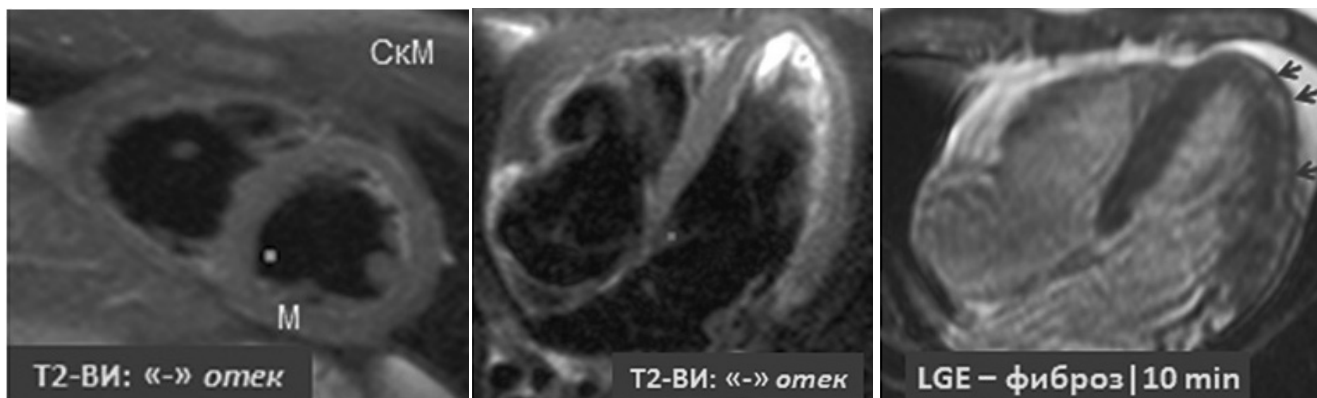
Повторная МРТ сердца с контрастированием больного К. (12.09.2019 г.).
